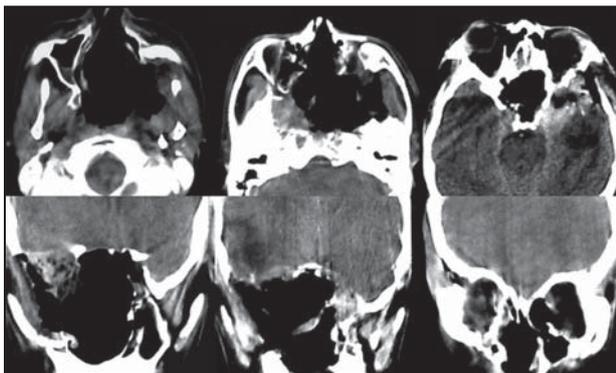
КТ с контрастным усилением на 8-е сутки после операции.
